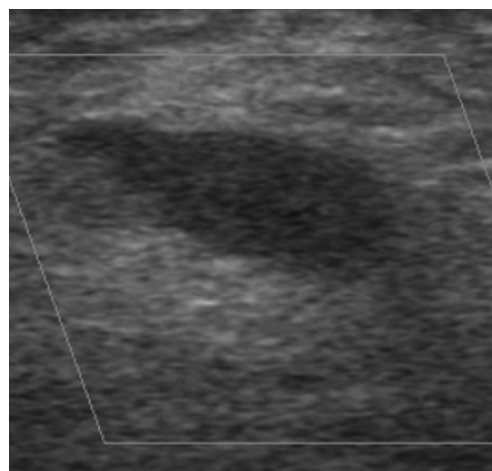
Color Doppler ultrasound shows disappearance of abnormal color flow and the thrombus completely filling the pseudoaneurysm.
